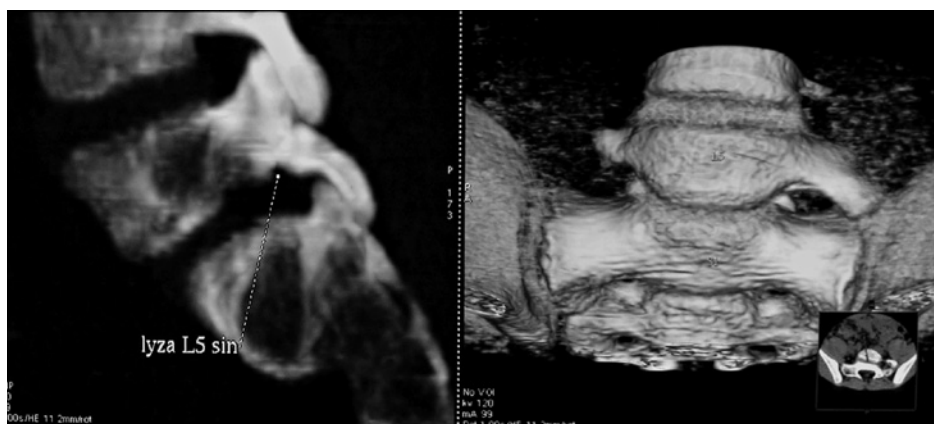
& B 10/12 year old. CT examination of LS spine Fig. A (left) bilateral interarticular spondylolysis of L5 and the 1st degree of ventral spondylolisthesis L5 (according to Meyerding). Fig. B (right) left hemisacralisation of L5.
